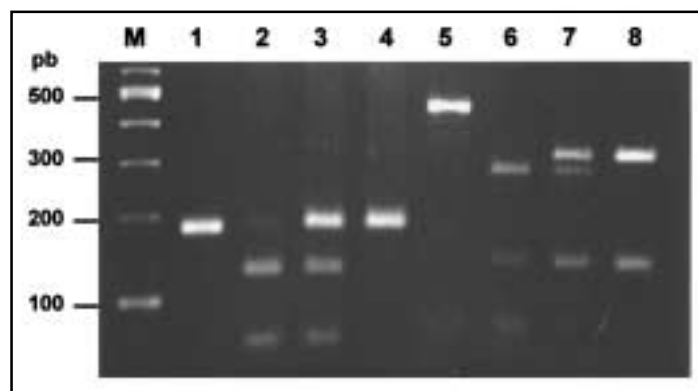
Patrón electroforético de los alelos del exón 12 y exón 26 del gen MDR1 analizados por el ensayo de PCR-RFLP. Polimorfismo del exón 26: Línea 1, producto amplificado sin digerir; Línea 2, homocigoto normal CC; Línea 3, heterocigoto C/T; Línea 4, homocigoto mutado TT. Polimorfismo del exón 12: Línea 5, producto sin digerir; Línea 6, homocigoto normal CC; Línea 7, heterocigoto CT; Línea 8, homocigoto mutado T/T. M: estándar de tamaño molecular de 100 pares de bases.
